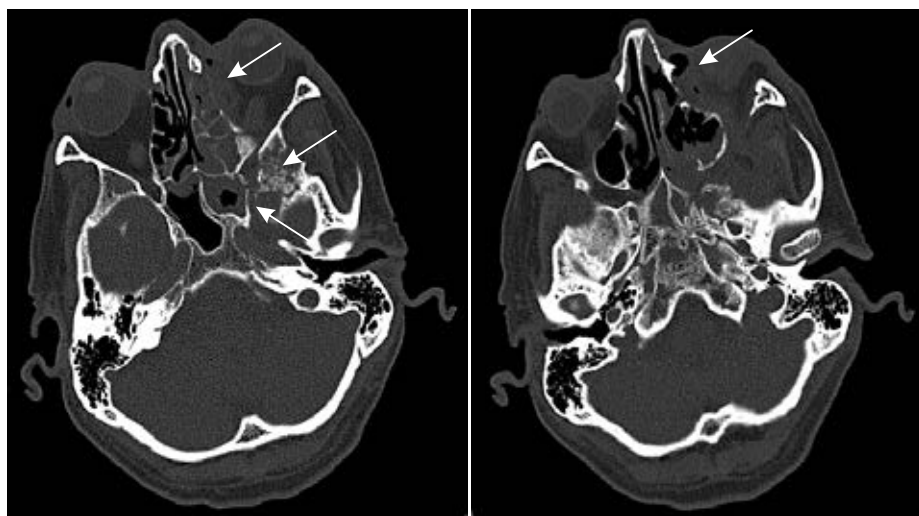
КТ-признаки деструкции боковой стенки клиновидной пазухи и клиновидной кости слева, левой половины решетчатой кости, медиальной стенки левой орбиты с отеком, утолщением и пузырьками воздуха в мягких тканях левой орбиты (изображения в аксиальной плоскости)
